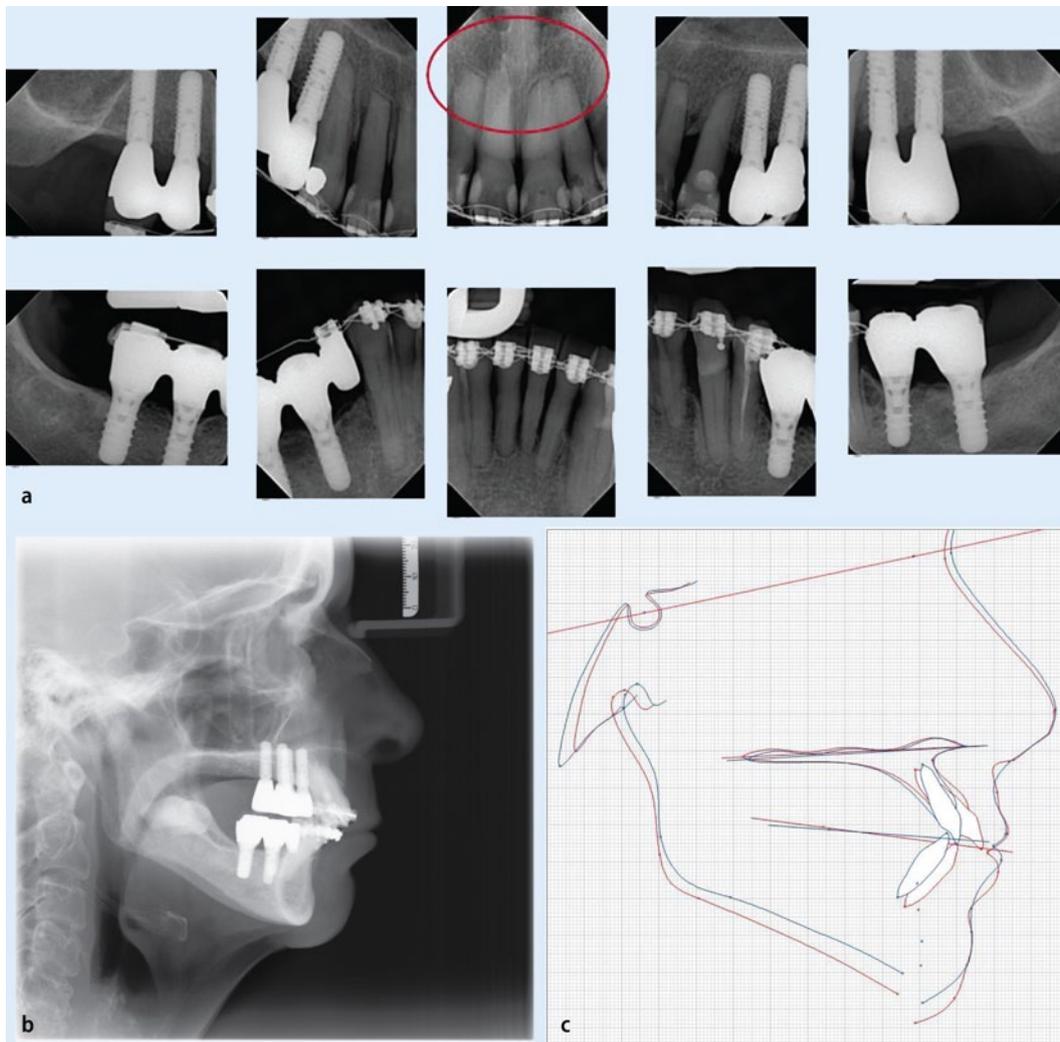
Radiographic findings at the end of active orthodontic treatment (11/2010): a dental status with mild apical resorption of roots in the maxillary anterior segment (*red circle*) and a beneficial development of the bone situation mesial to tooth 23 where regenerative periodontal treatment had been performed; b lateral cephalogram; c superimposed tracings of the pretreatment (*red*) and posttreatment (*blue*) cephalograms
